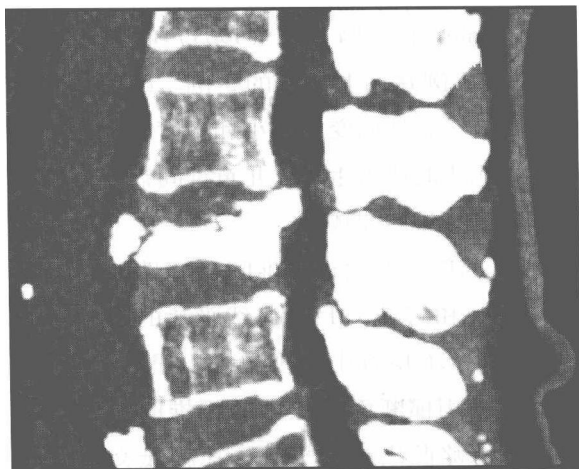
腰椎压缩性骨折 CT 矢状位 MIP 重建
